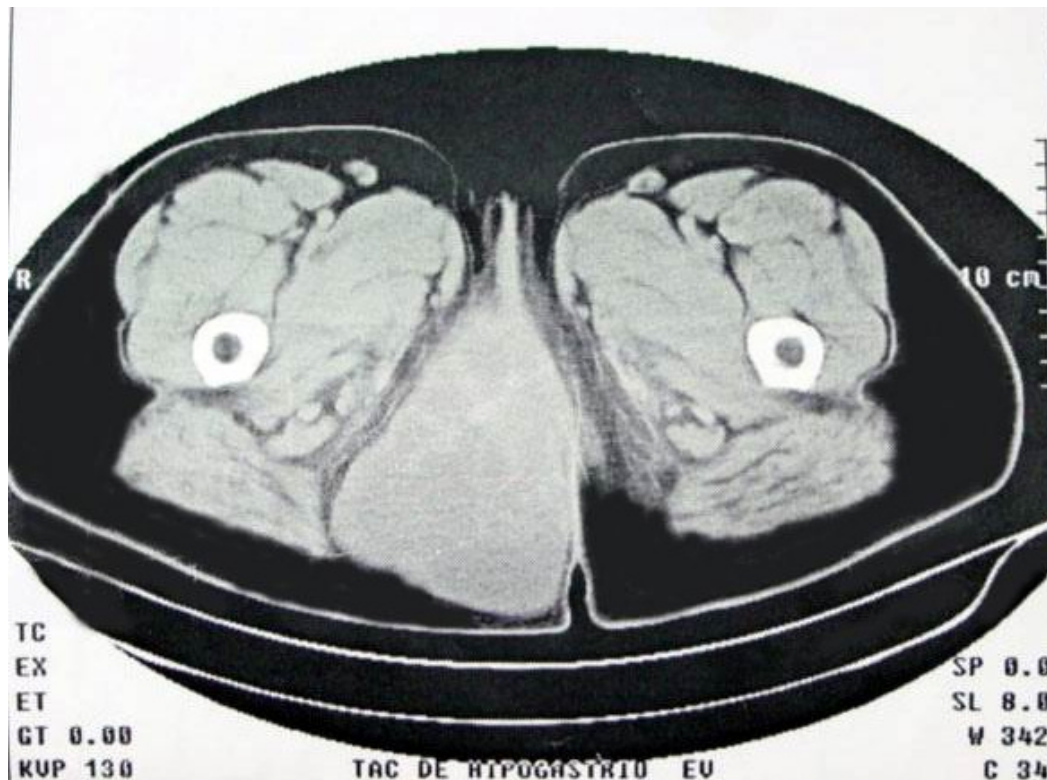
TAC de tumoración de 16x8.7 cms del perine, que se extienden por la raíz del muslo (caso 1).
